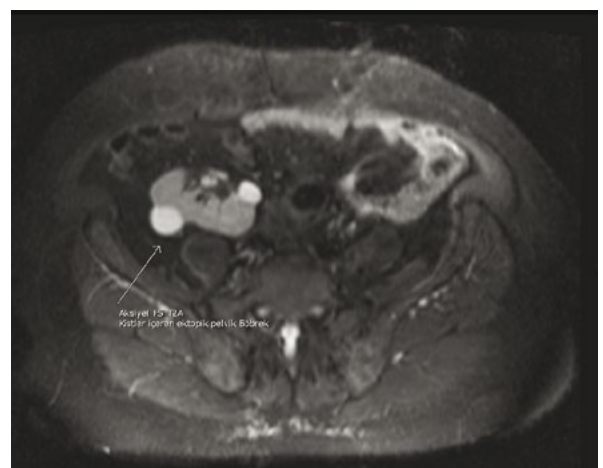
Axial T2A MRI of pelvic kidney
